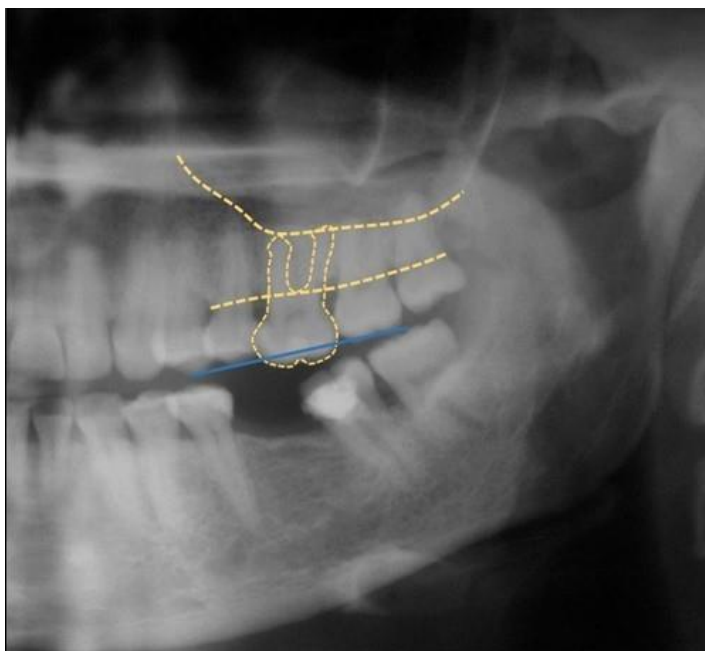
Рентгенологическое обследование пациента группы 1.
